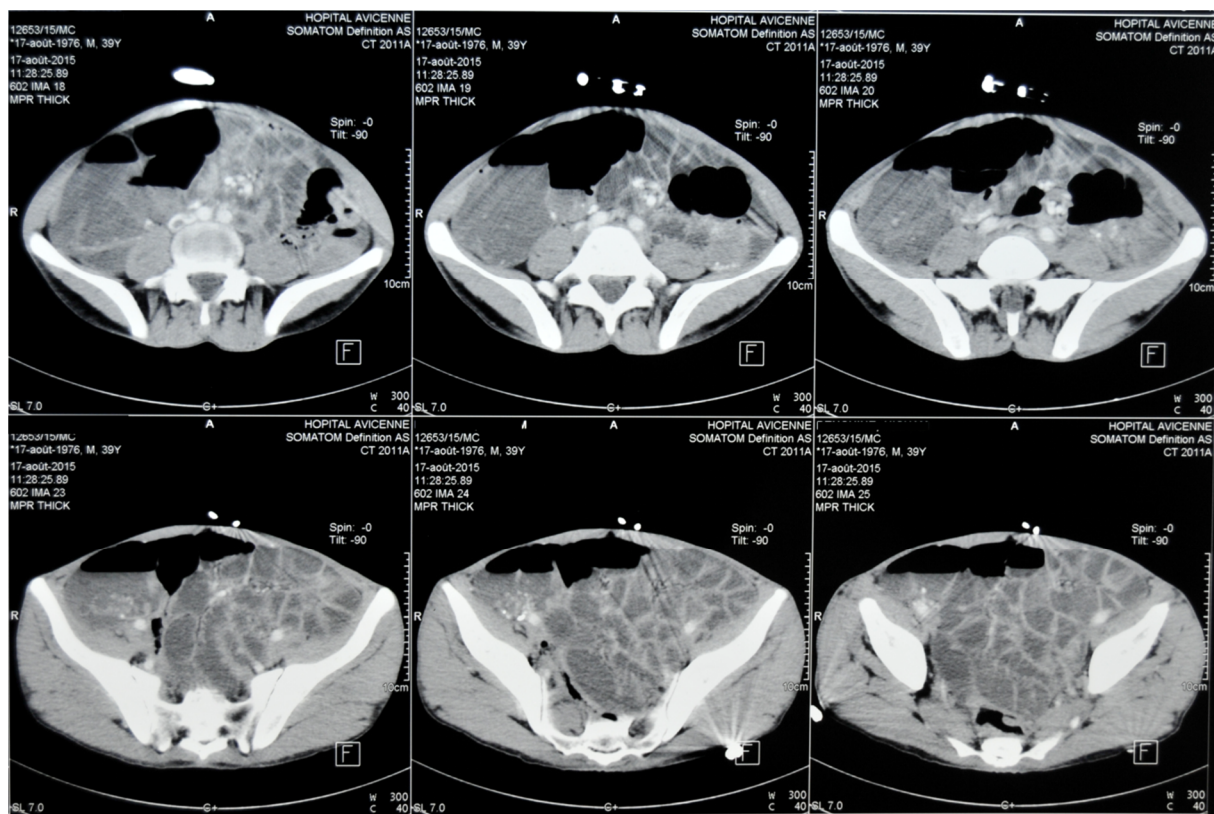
TDM pelvienne après injection de produit de contraste
